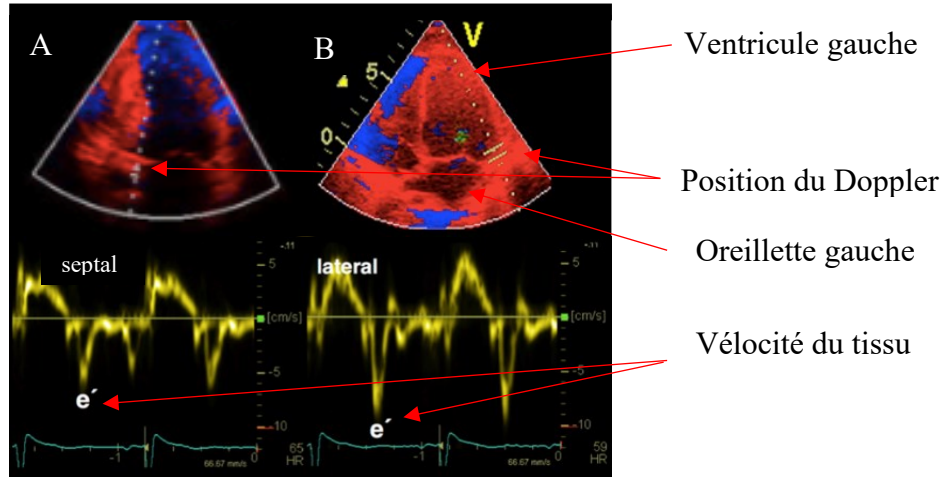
Image échocardiographique attendue de l'évaluation de vitesse tissulaire par imagerie tissulaire par Doppler pulsé montrant la position du Doppler au niveau du septum (A), et au niveau latéral (B).
